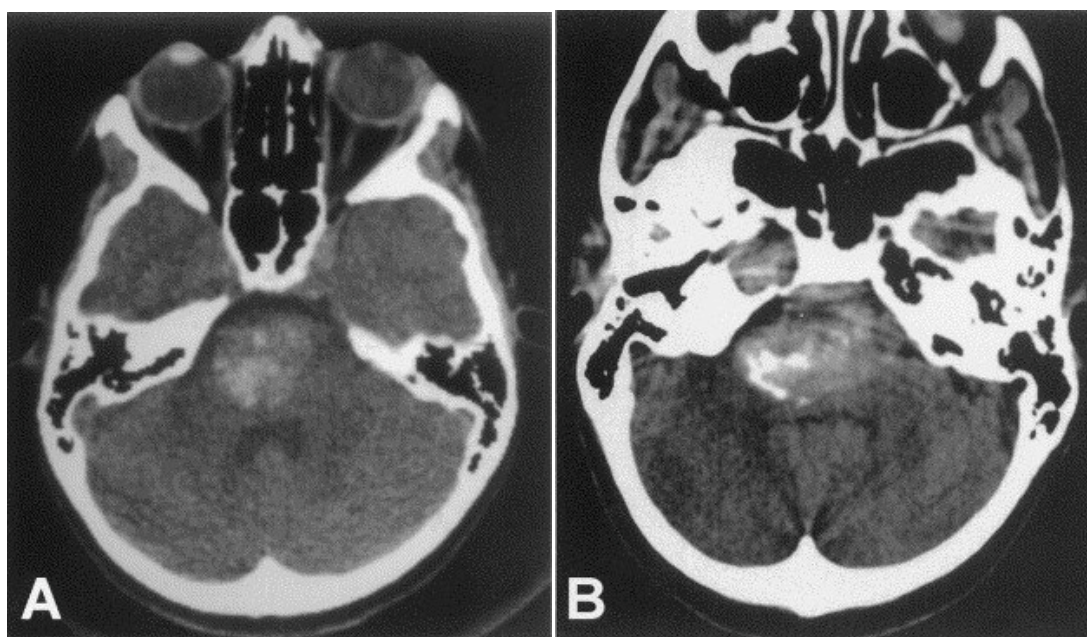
Une TDM cérébrale en coupe axiale montrant un kyste dermoïde de la FCP [23].
